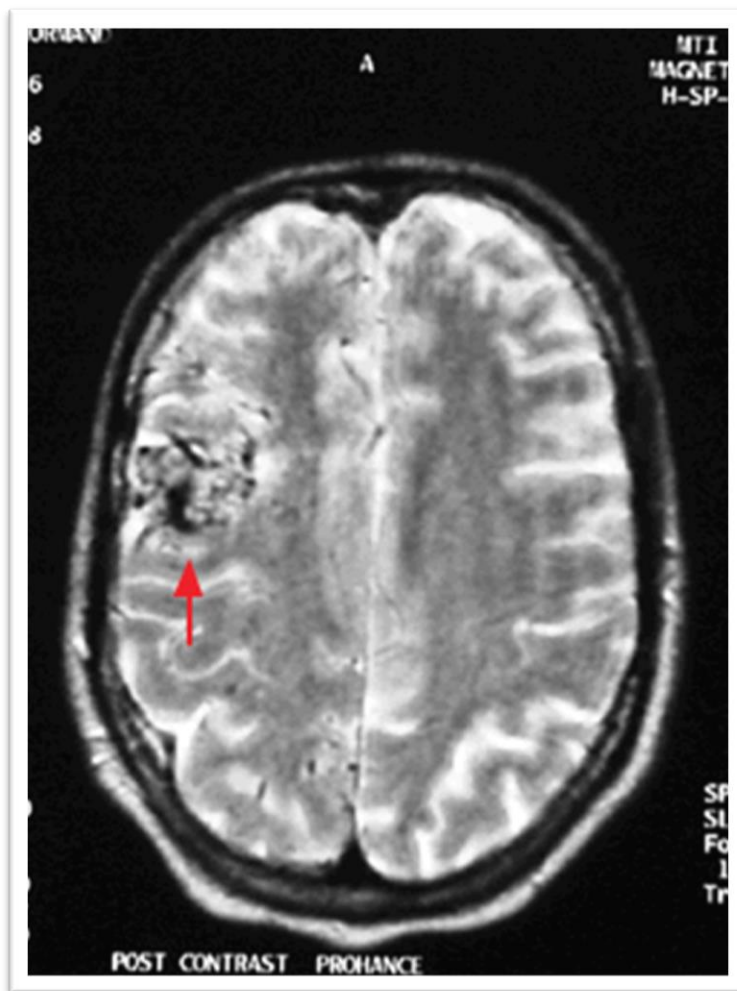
TAC cerebral mostrando importante hemorragia cerebral (flecha roja), cuya causa fue una MAV.
